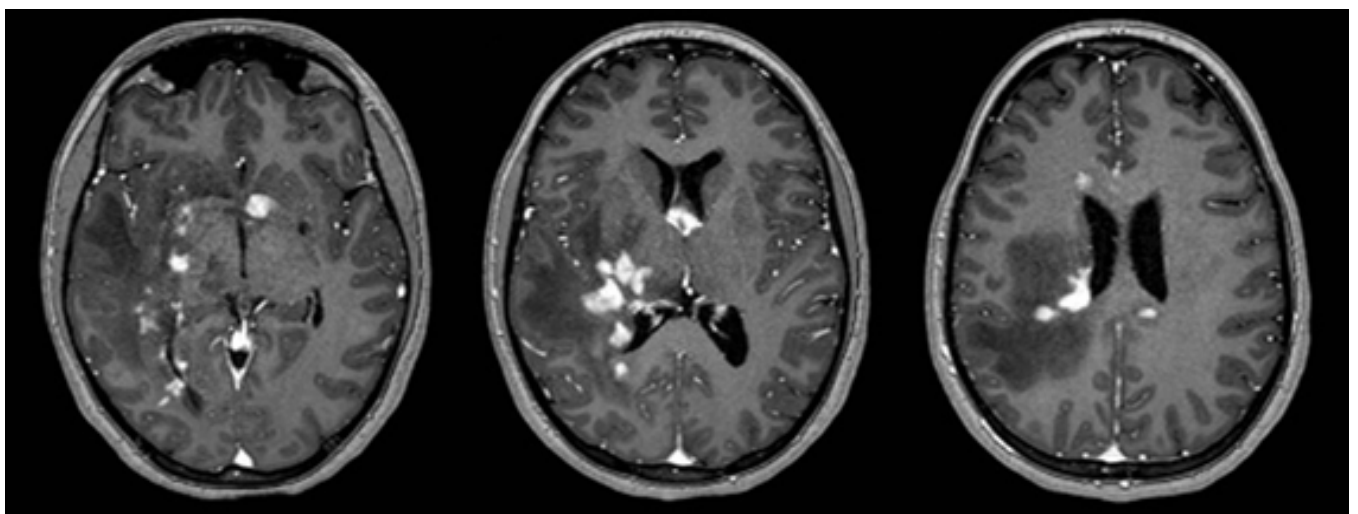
Ressonância nuclear magnética com injeção de contraste paramagnético.
